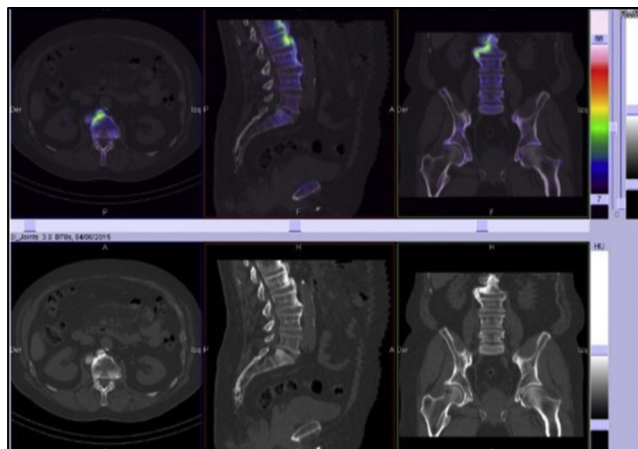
SPECT/CT: calcificación del ligamento vertebral común anterior y preservación de los espacios discales intervertebrales.
